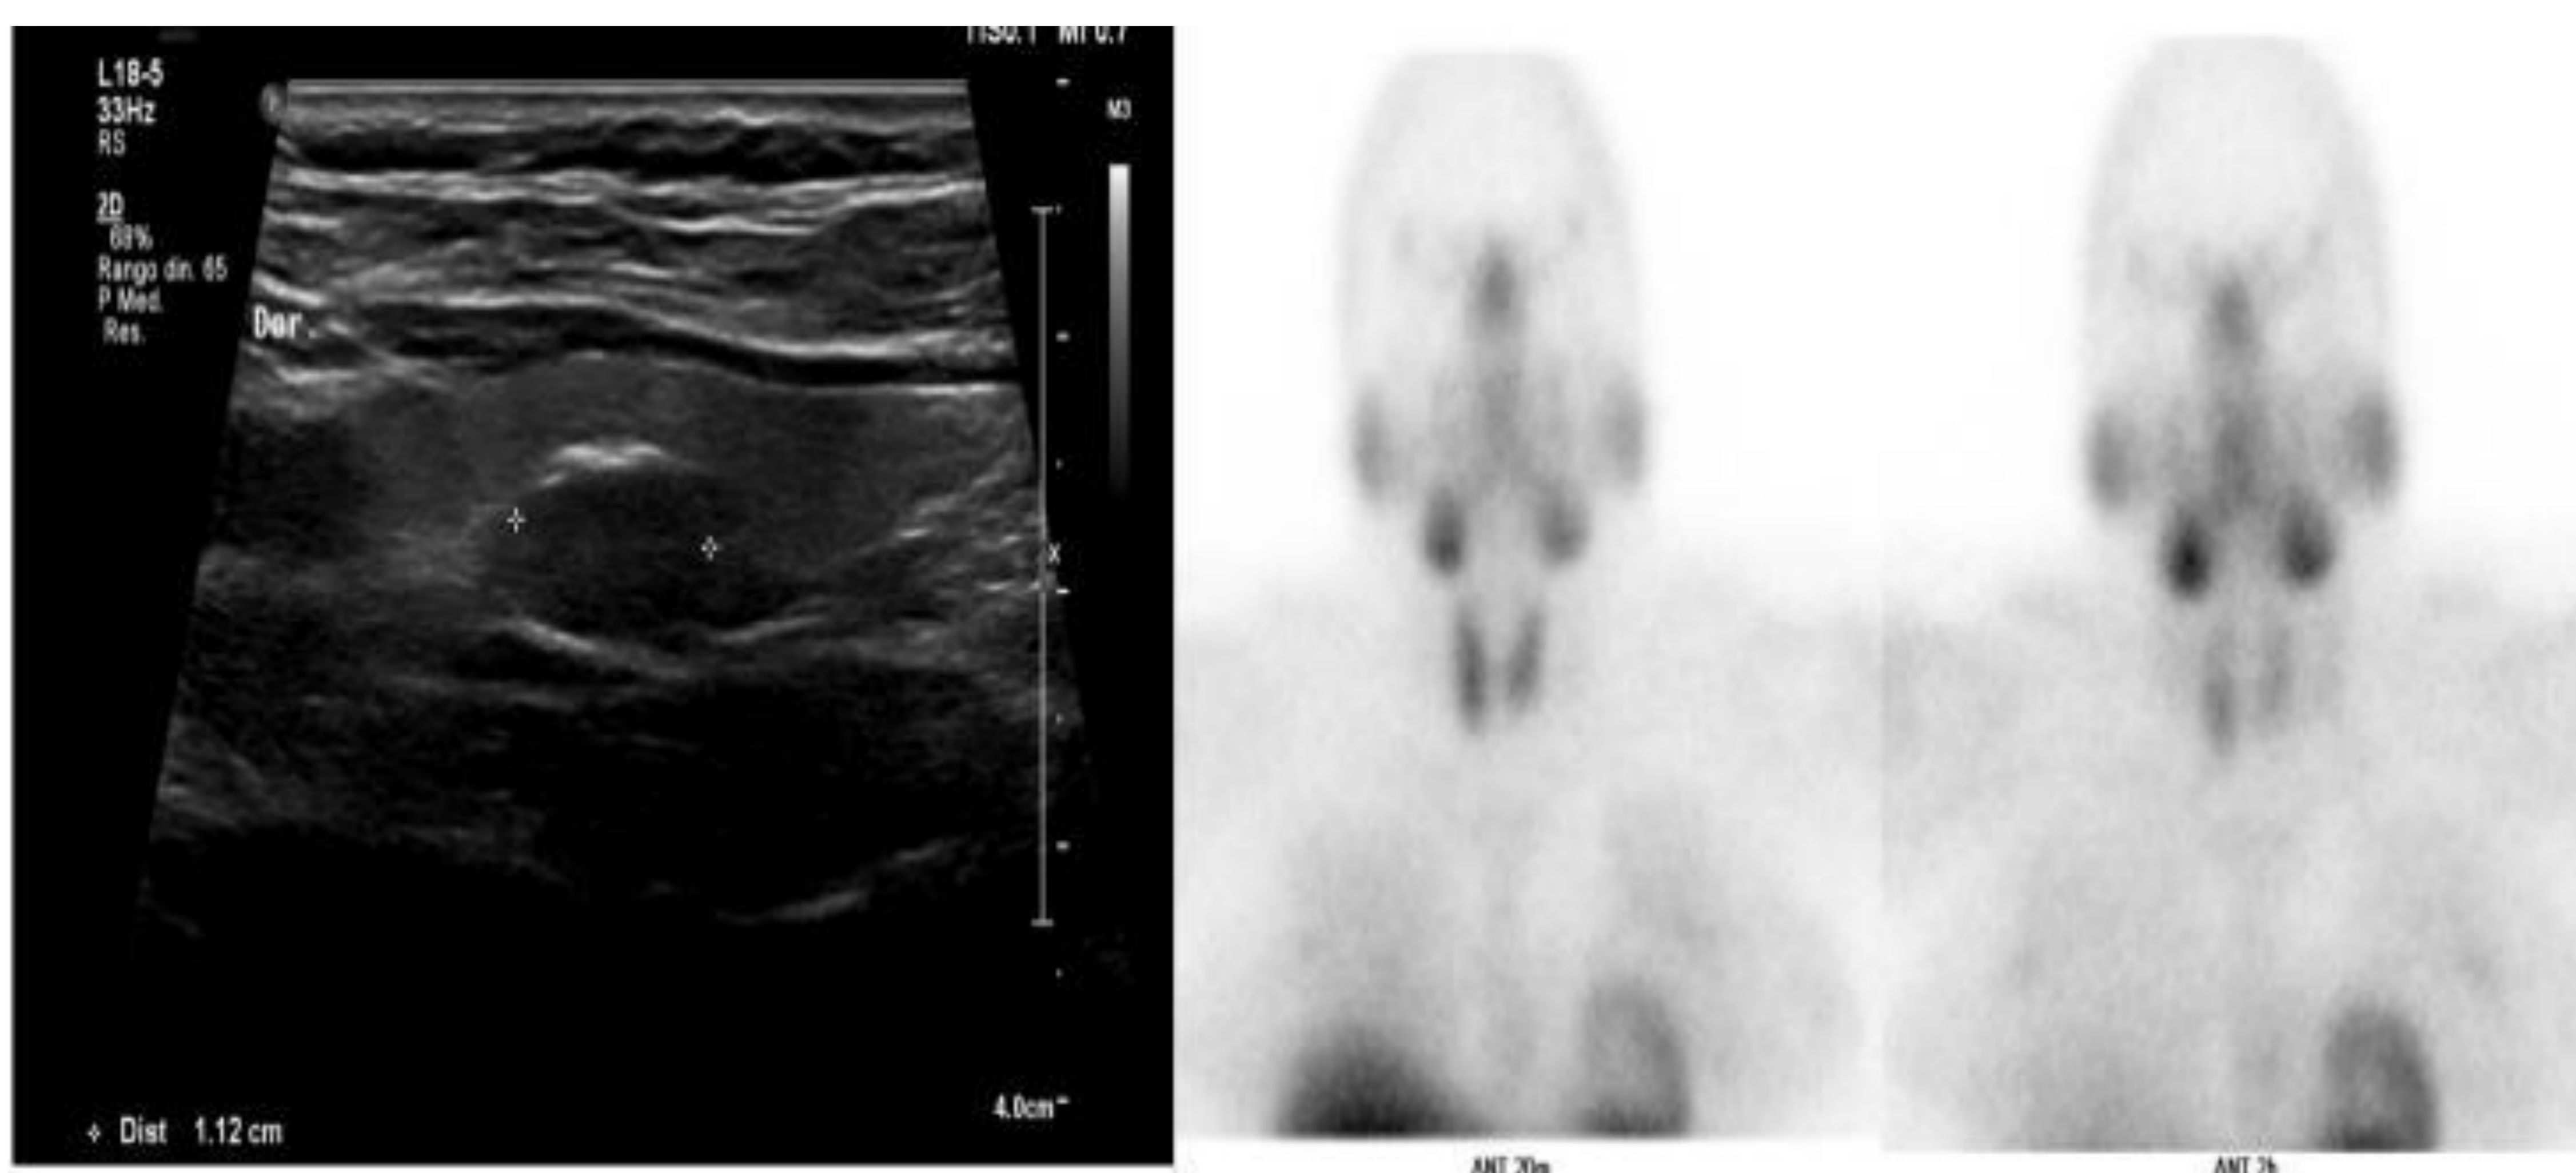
Ecografía con sospecha de adenoma en paratiroides derecha con gammagrafía normal.
